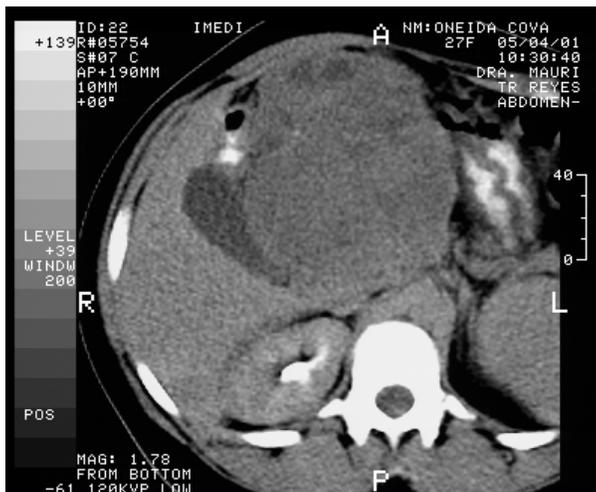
TAC abdominal de Tu. Sólido Quístico de Páncreas.
